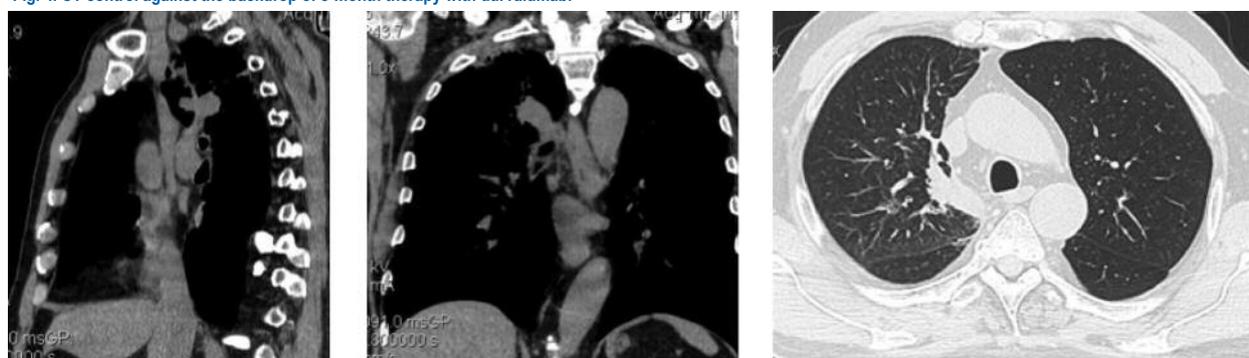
КТ-контроль на фоне 8 мес терапии дурвалумабом.
